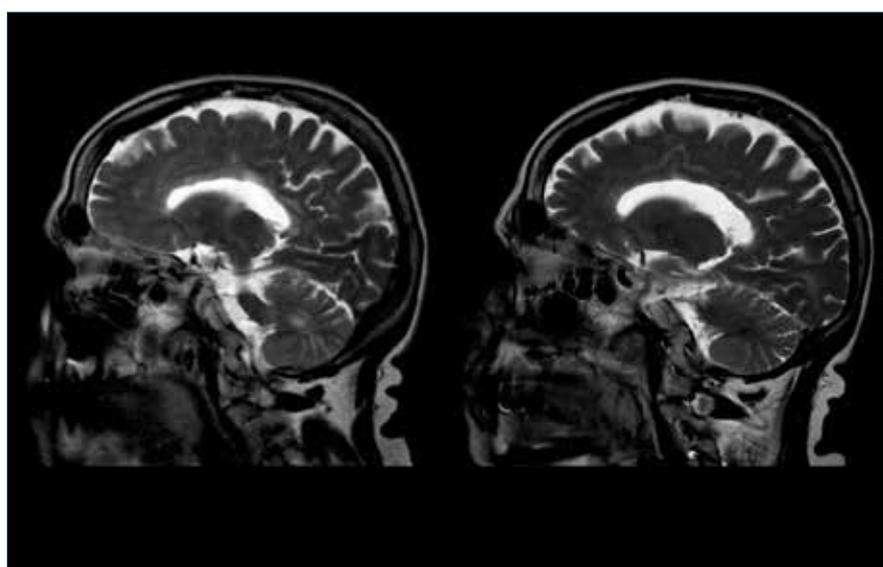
RM encefalo: lesioni tipiche della Sindrome di Susac che coinvolgono il corpo calloso dette *snowball* (aspetto a palla di neve).
